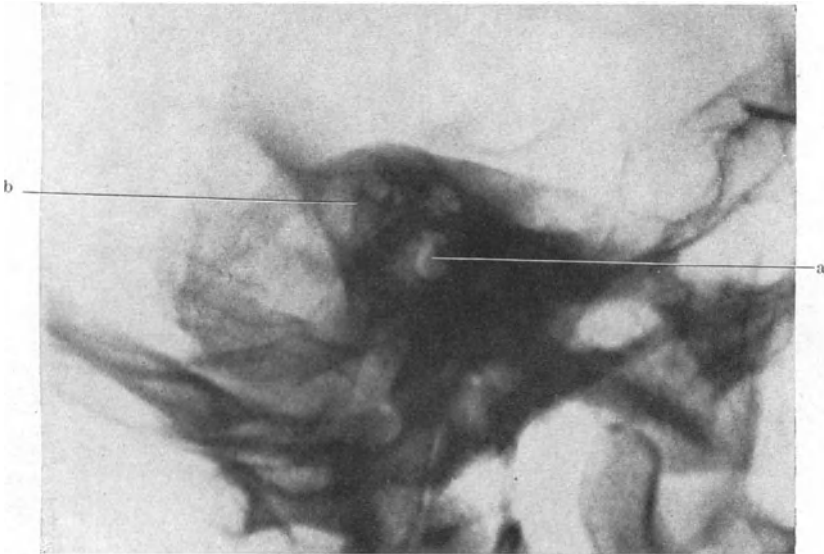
Röntgenbild eines kompakten Warzenfortsatzes mit Knochencaresihöhle. a Äußerer Gehörgang. b Knochencaresihöhle.
